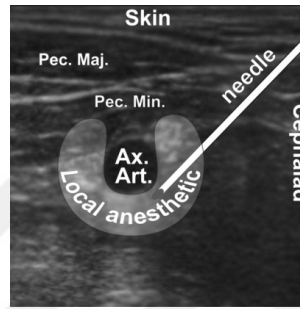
Aksiller arter ve iğnenin ultrasonografik görüntüsü
